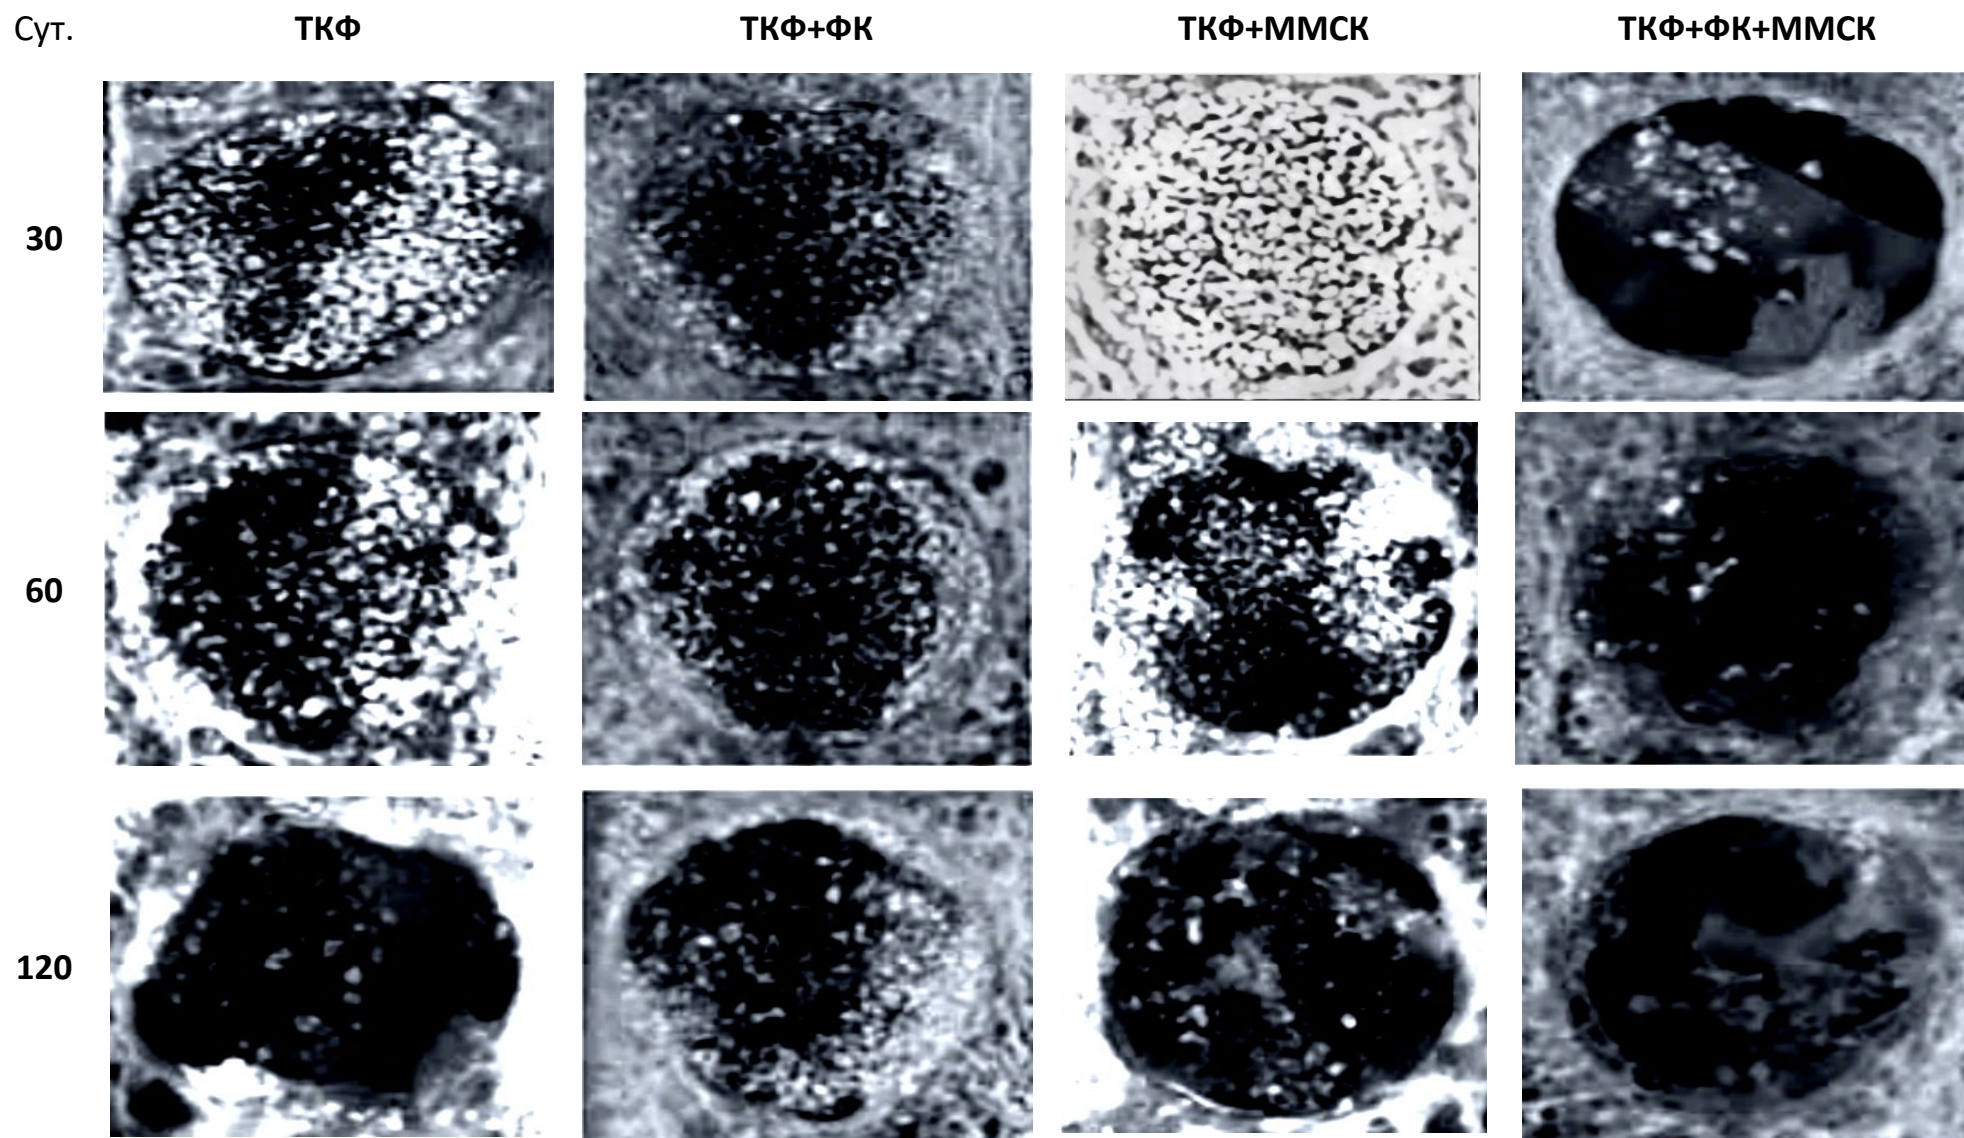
Близкофокусная рентгенография дефектов теменных костей кролика в динамике после имплантации различных остеозамещающих материалов.
